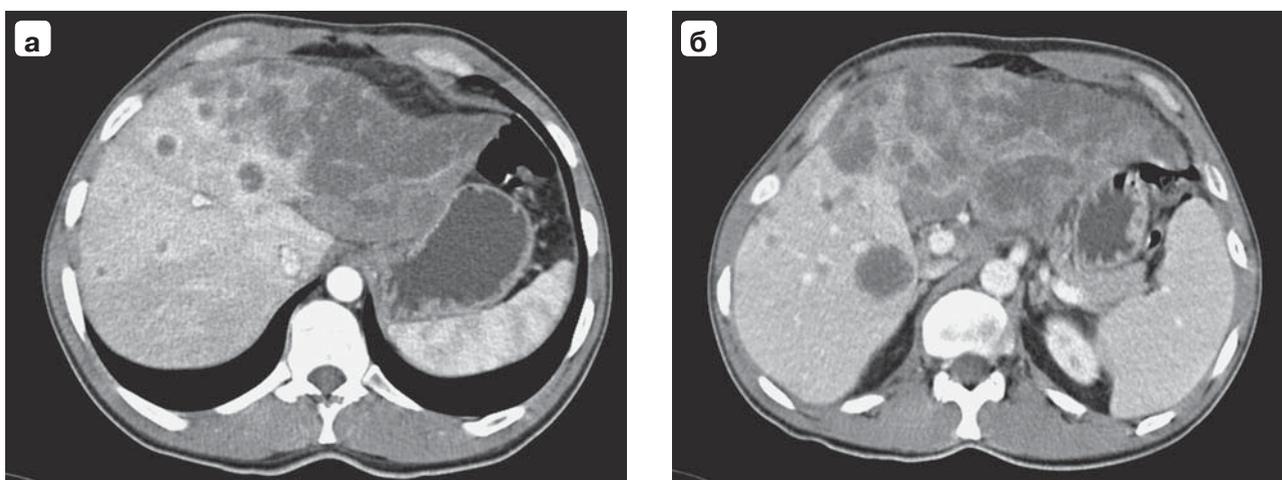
а, б – компьютерные томограммы. ХЦР. Субтотальное поражение увеличенной левой доли печени с множественными метастазами в правой доле. Артериальная фаза исследования.
